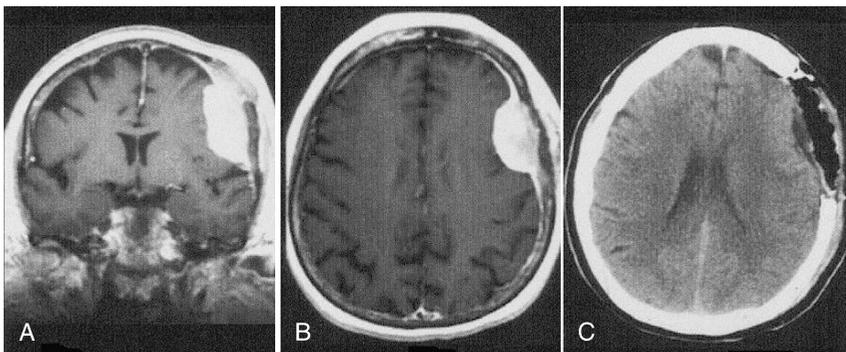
Resección Grado 0 dural propuesto por Al Mefty que incluye el tumor, un margen de duramadre normal (2 cm) y el hueso involucrado. A: corte coronal que muestra la extensión del tumor a través del hueso debajo de la gálea aponeurótica. B: corte axial que muestra la magnitud de la cola dural. C: tomografía computada en corte axial que muestra la resección Simpson cero “0” dural con craniectomía centrada (defecto óseo).
